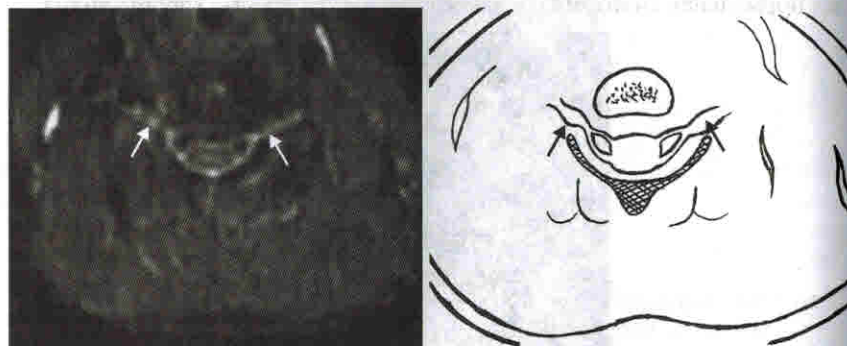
МР-томограмма в аксиальной проекции. Режим STIR. Стрелками обозначены спинальные ганглии, хорошо выделяющиеся на фоне жировой клетчатки межпозвонкового отверстия
